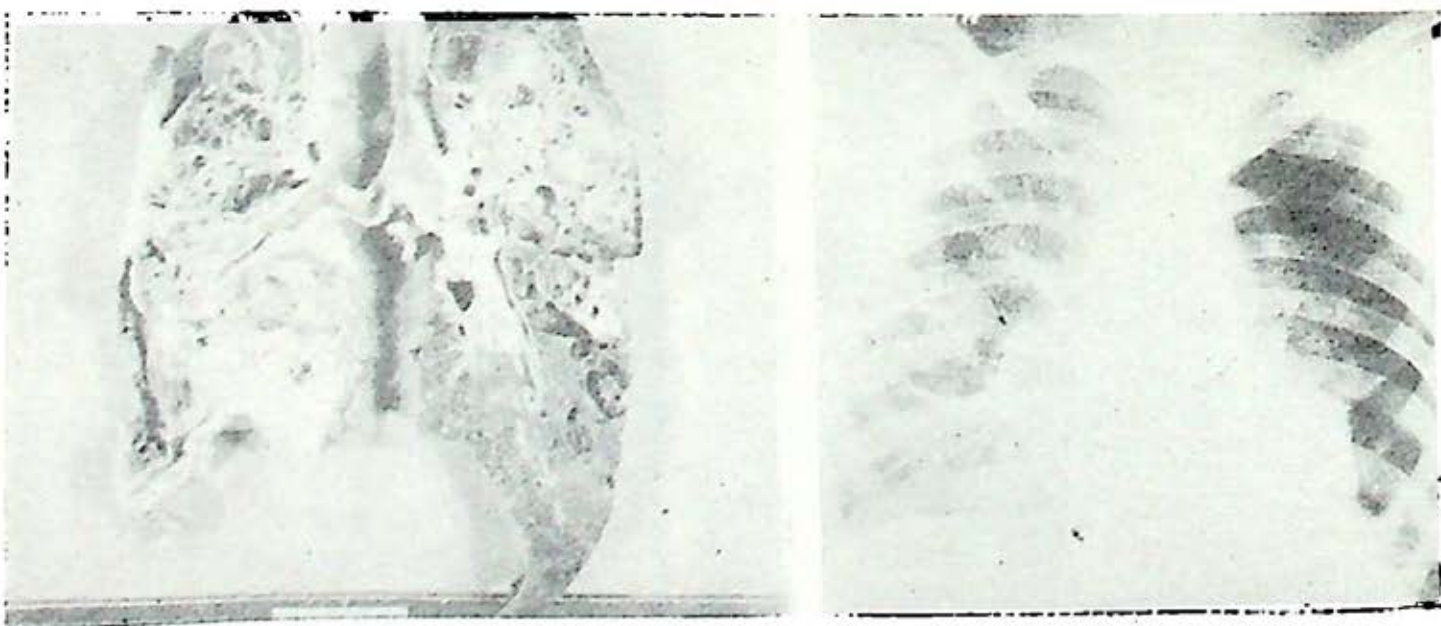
Pieza anatómica y radiografía de un caso de tuberculosis pulmonar crónica con múltiples y variadas lesiones incluyendo bronquiectasias y neumotórax espontáneo.
